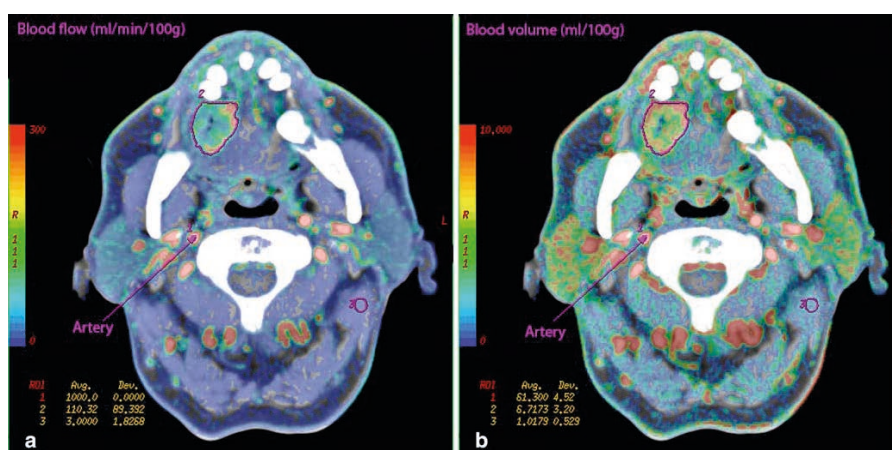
Immagini TC di perfusione in paziente con tumore della lingua a destra: mappe colorimetriche indicanti il flusso (a) e il volume (b) sanguigno. (Bisdas S. et al Eur Radiol 2008;18: 2241–2250)
